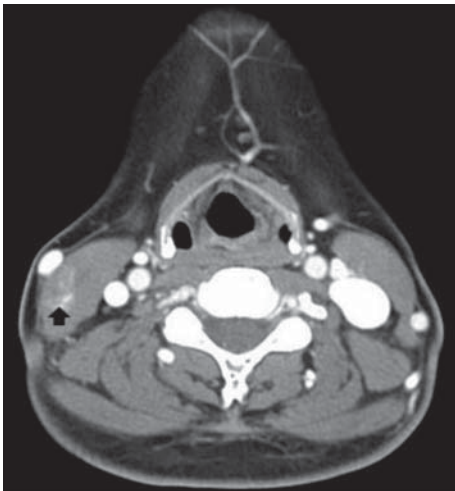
In axial CT scan with contrast enhancement, the lesion (arrow) reveals heterogeneous enhancement.
